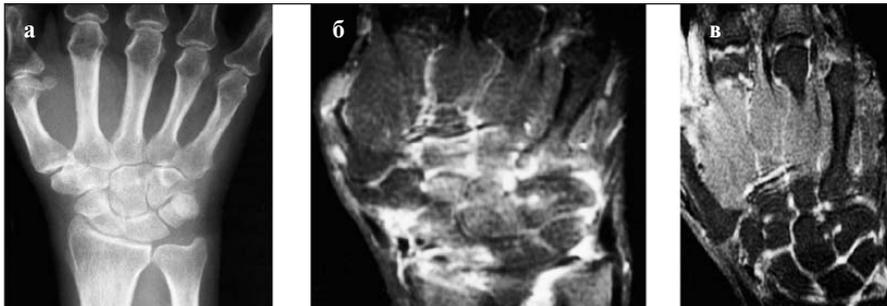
Пациентка А., 46 лет: а – рентгенограмма кисти. Определяется умеренный периартикулярный остеопороз; б – МРТ T1 с контрастным усилением. Выраженное накопление контрастного вещества, связанное с утолщением синови и участками отека костного мозга; в – МРТ T1 с контрастным усилением после 12 мес терапии МТ + ИНФ. Значительно меньшая выраженность активности пролиферативных изменений, мелкие сформированные эрозии в зонах прикрепления связок, умеренный теносиновит сухожилия ext. carpi ulnaris
